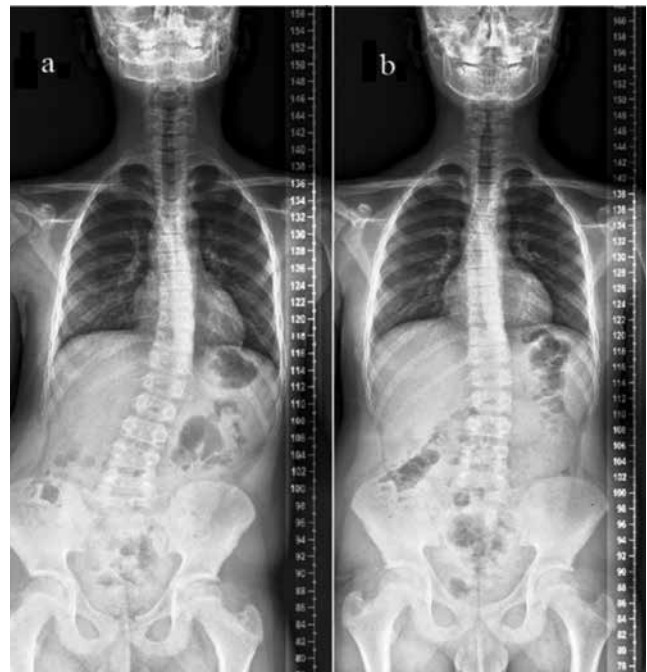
Figure A-B) Anteroposterior scoliosis x-rays before treatment shows thoracic scoliosis with a leftward convexity and no anomalies such as hemi-vertebrae or vertebral fusion. In b, after the four weeks treatment, significant improvement in the vertical spinal line was observed
